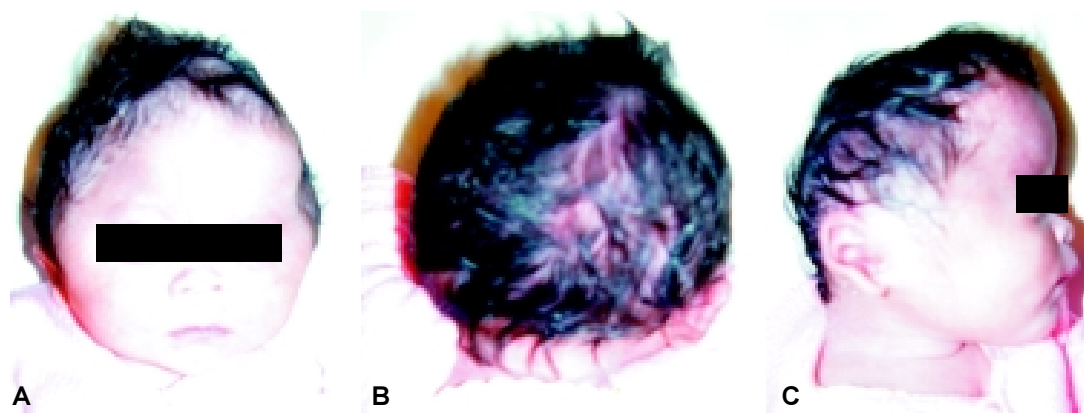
TC de cráneo y fotografías muestran deformación craneal en trébol o kleeblattschädel, o hipertelorismo.
